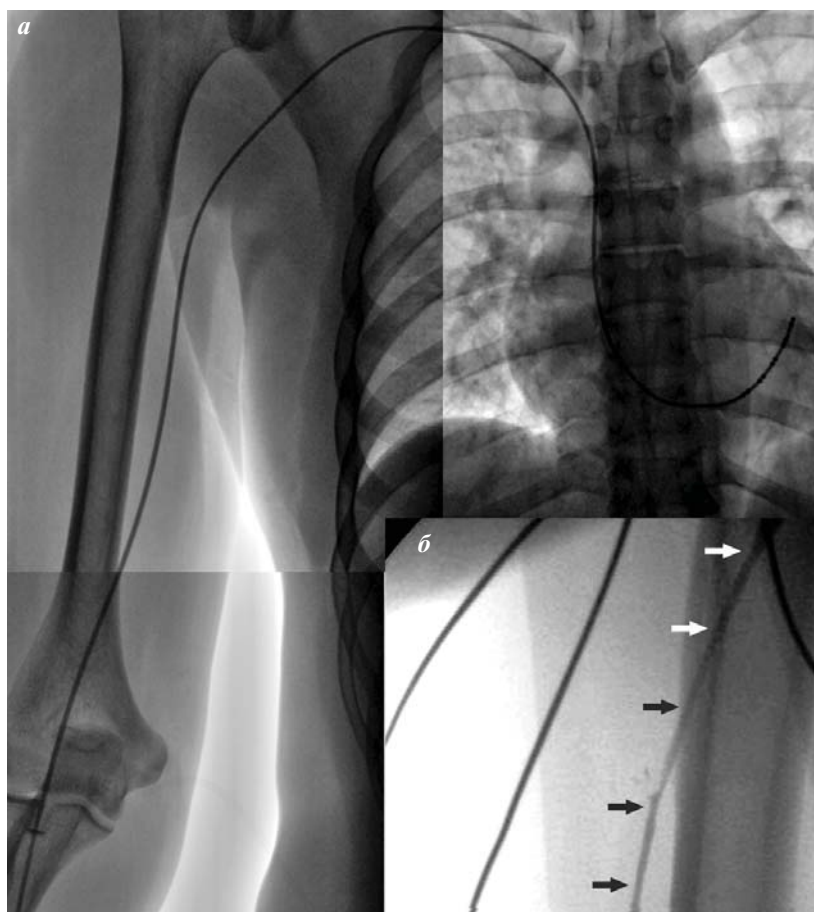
Фрагмент рентгеноскопии, демонстрирующий положение диагностического катетера, установленного в коронарный синус через локтевой доступ (а), спазм v. cephalica (указан стрелками) - б.
